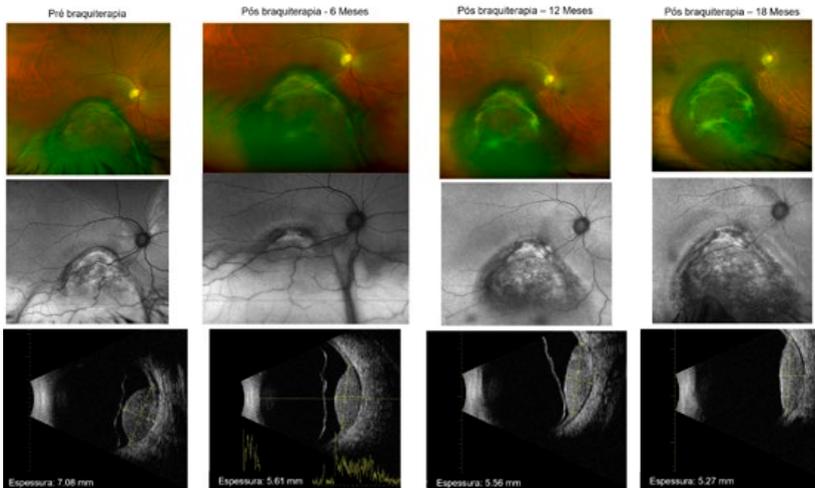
Retinografia de campo largo (imagens da linha superior), respectiva imagem de autofluorescência do fundo ocular (imagens da linha do meio) e Ecografia (imagens da linha inferior) de um melanoma da coroideia antes do tratamento com braquiterapia e a sua evolução após braquiterapia, ao longo de 18 meses. Há evidência de redução progressiva da espessura da lesão tumoral e resolução do descolamento exsudativo da retina associado.
